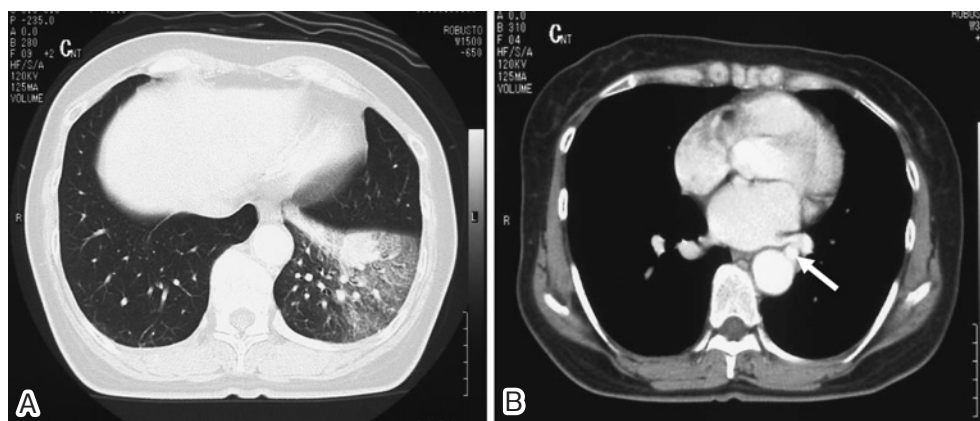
A: Chest CT scan showing ill-defined opacity in the left basal segment.
